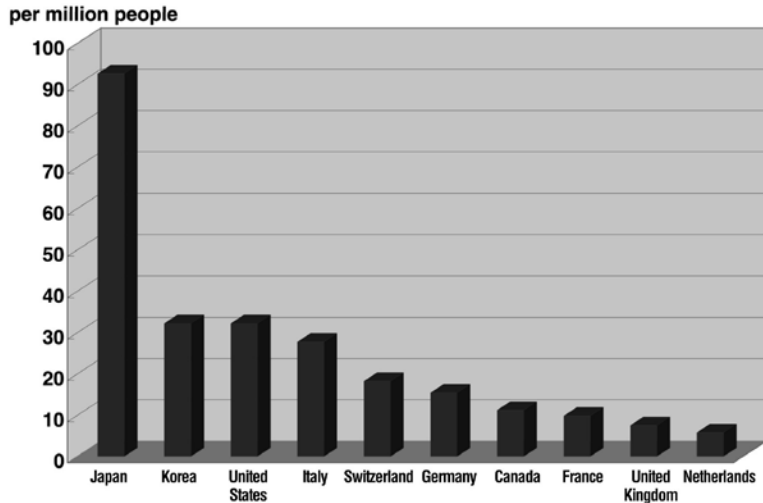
The numbers of CT scanners per million people in OECD countries. (Data from OECD Health Data 2007: <http://www.oecd.org>)
